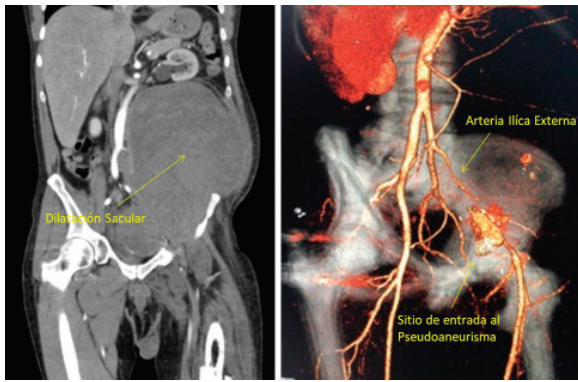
Angio-TC. A. Dilatación sacular (171x165x213 mm) en pelvis desplazando estructuras adyacentes a nivel abdominopélvico. B. Reconstrucción vascular: se observa el adelgazamiento de la luz de la arteria iliaca por la compresión ejercida por el pseudoaneurisma y el área amplia que realza con contraste correspondiente al sitio de entrada del pseudoaneurisma.
